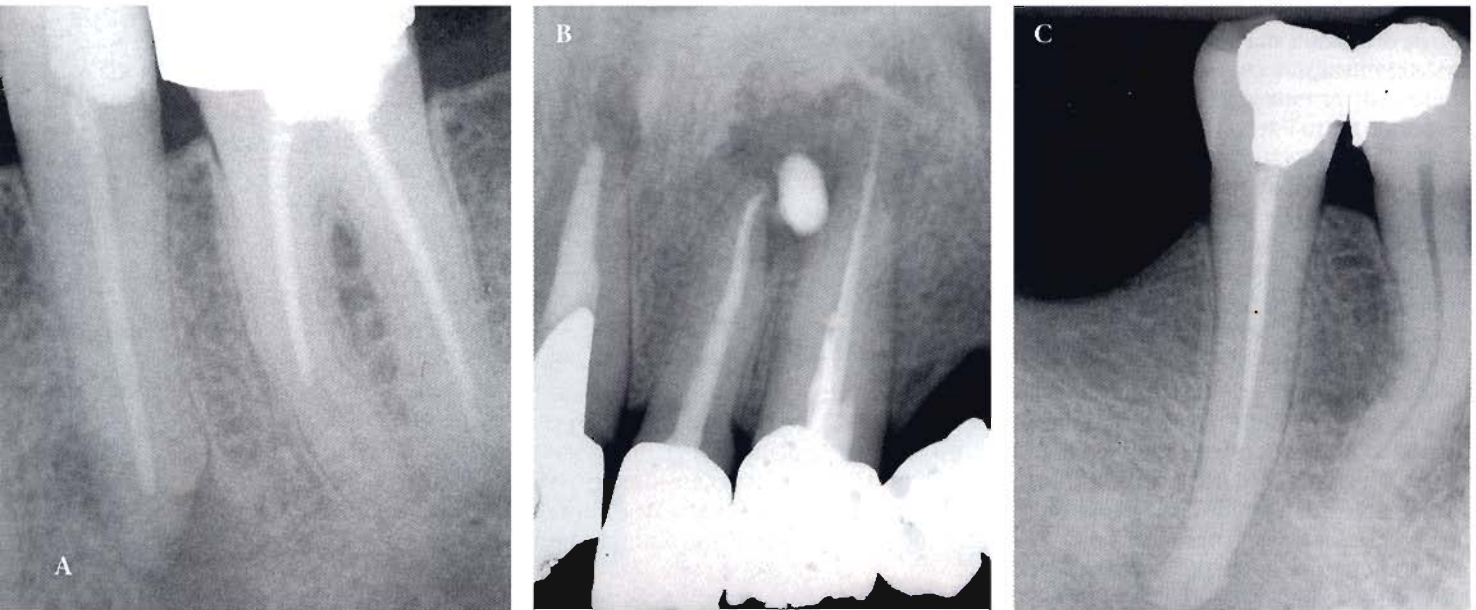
A. Esempio radiografico di denti con insuccesso endodontico da noi esaminati (Radice distale 3.6 e 3.5). B. Dente 2.2. Si noti l'ampia radiotrasparenza periapicale associata a estrusione di materiale da otturazione oltre apice. Denti come questi sono stati esclusi dallo studio. C. Dente 4.5. Esempio di insuccesso endodontico che non è stato incluso nello studio per la presenza di una otturazione canalare eccessivamente corta.
